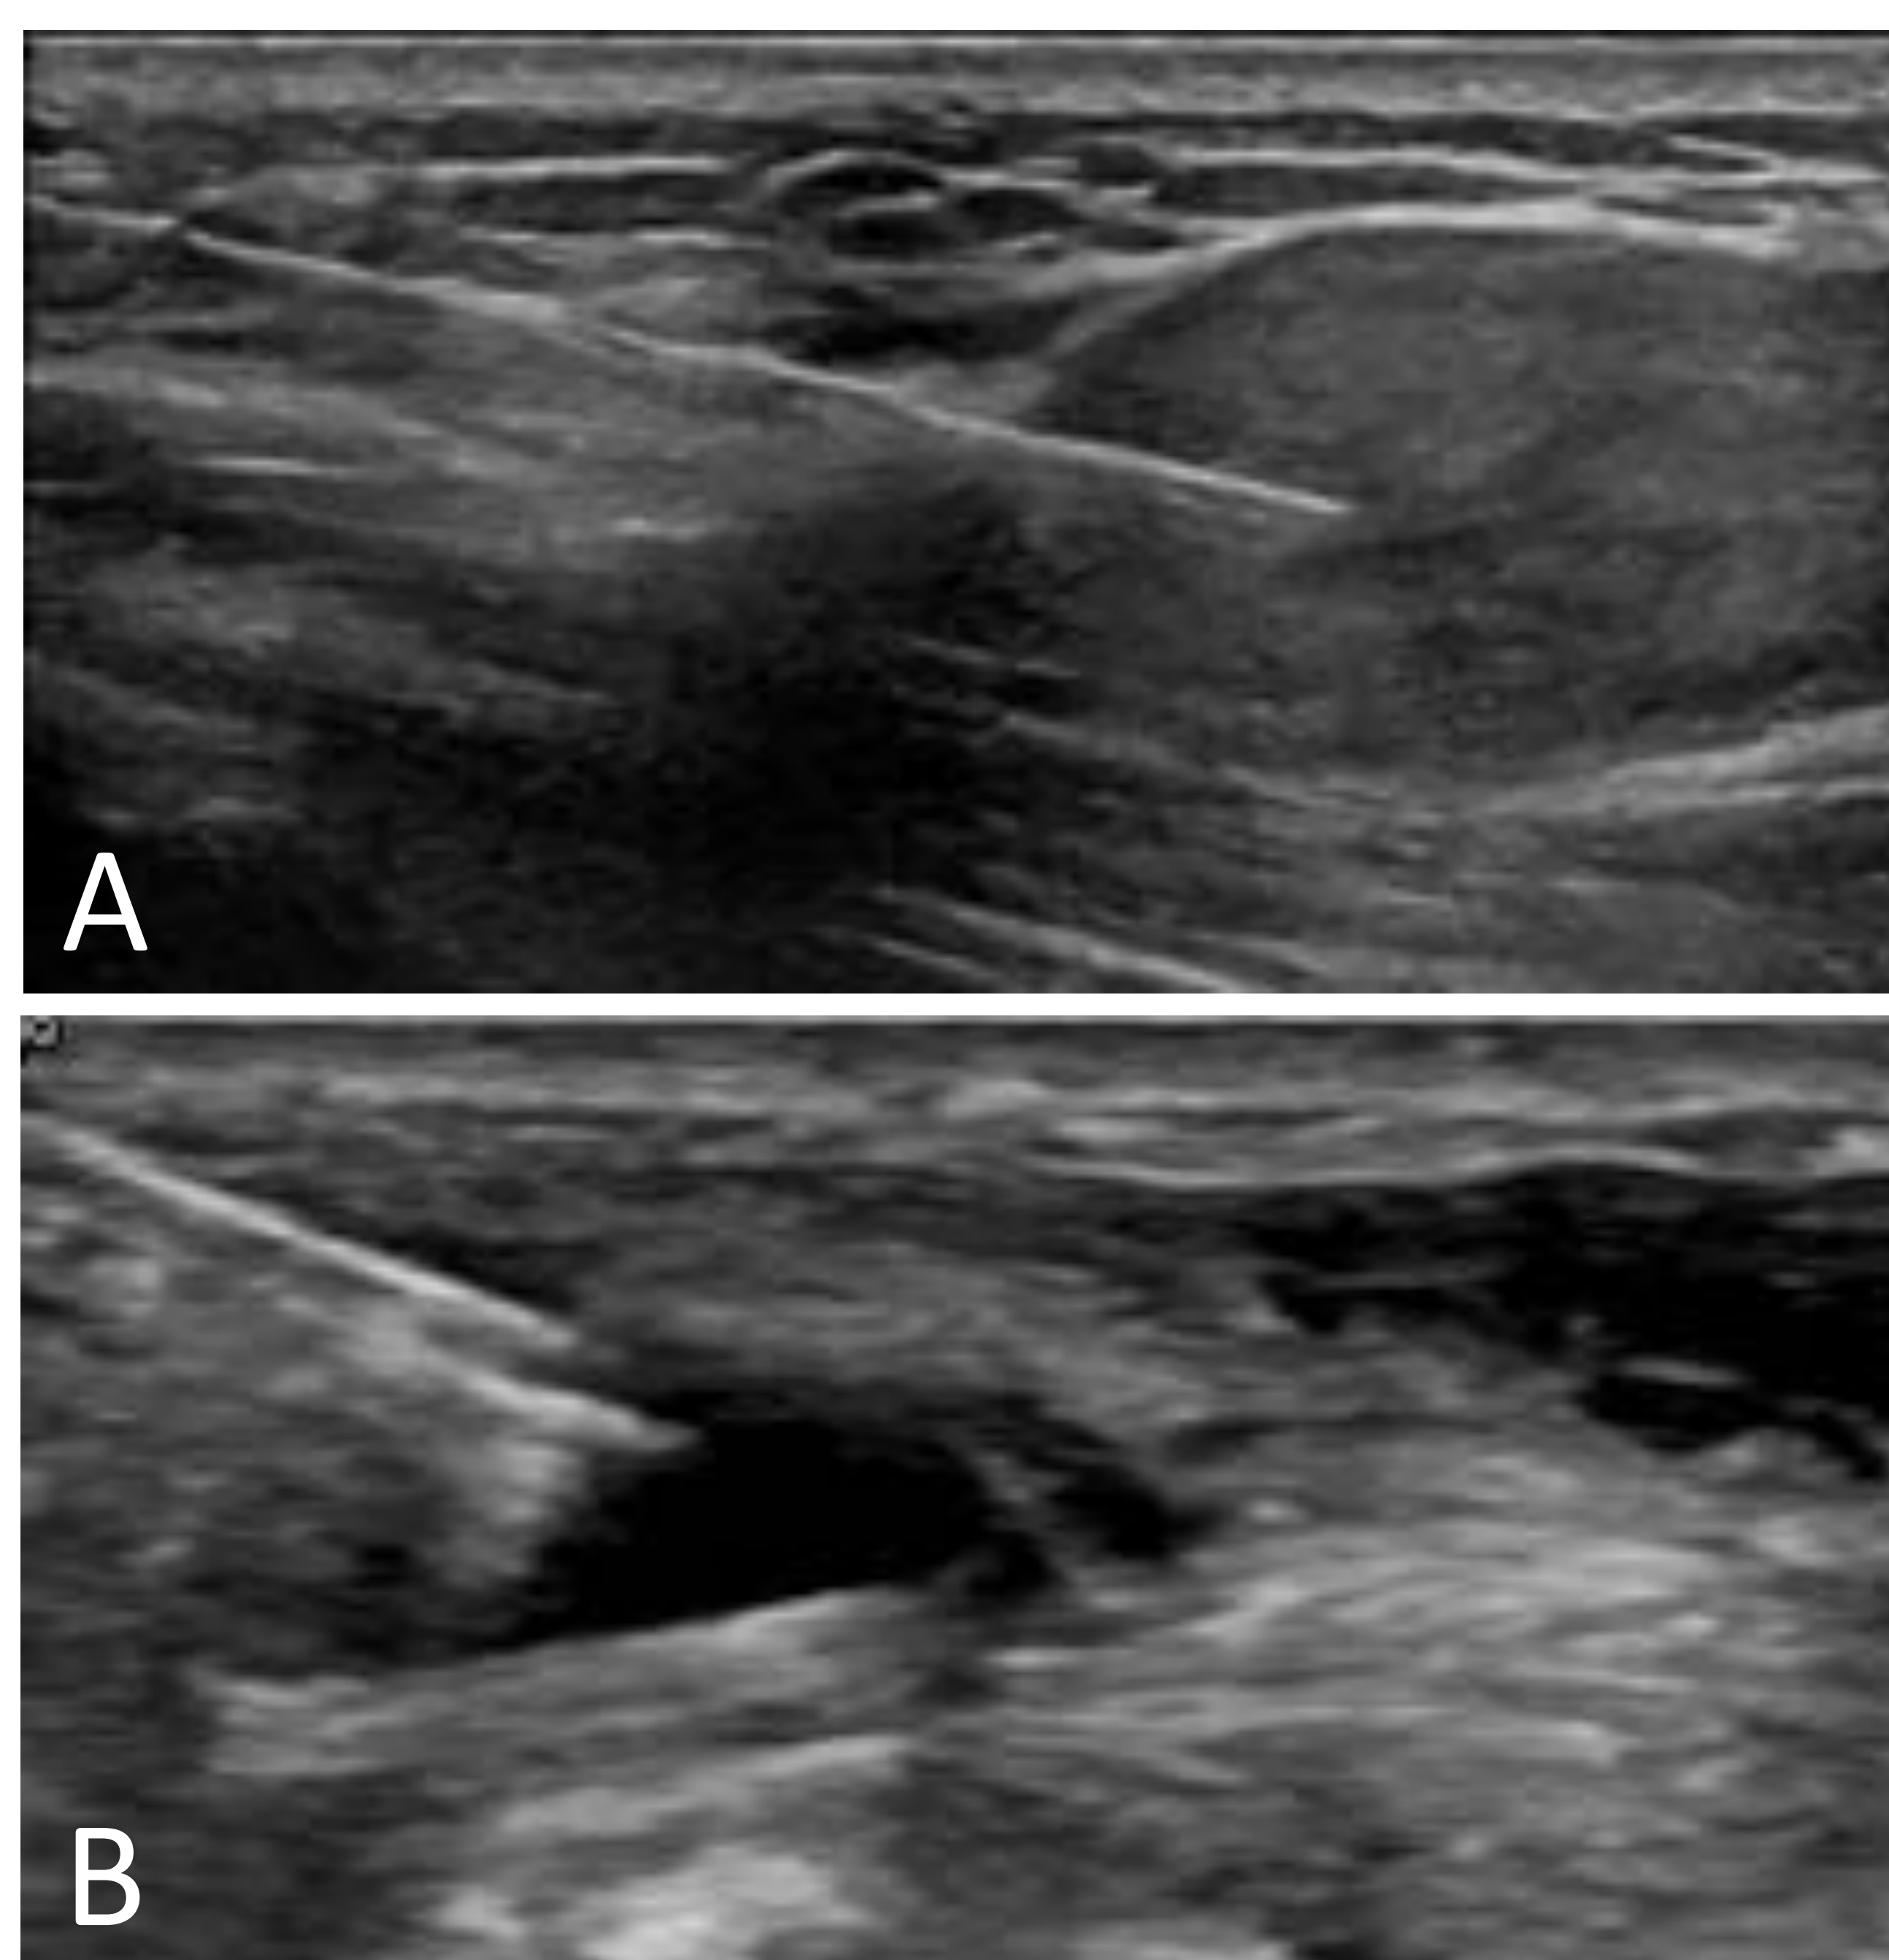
Biopsia con aguja gruesa/BAG (A) y punción-aspiración con aguja fina/PAAF (B) guiadas con ecografía.
